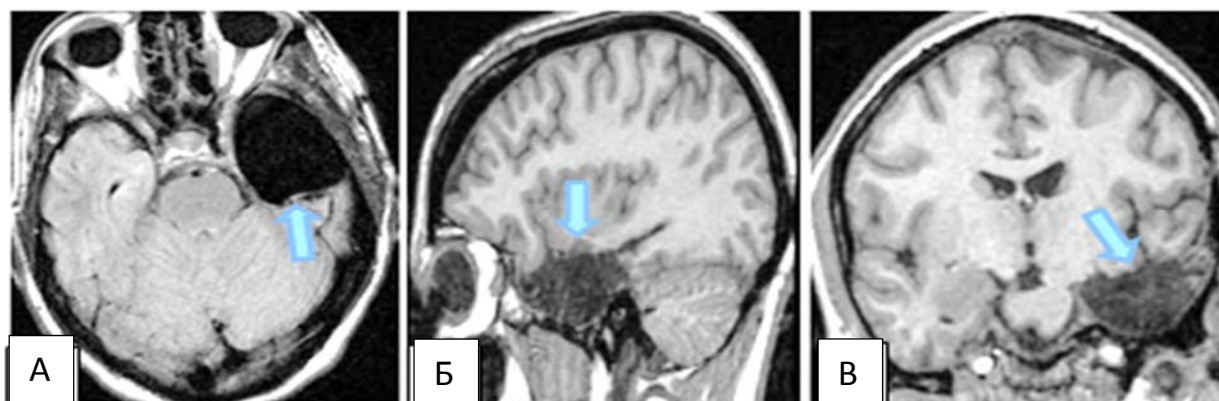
Левосторонняя АМЛЭ. Послеоперационная МРТ в режиме T1 в 3-х проекциях (синяя стрелка): А-аксиальная проекция, Б-сагиттальная проекция, В-коронарная проекция.
